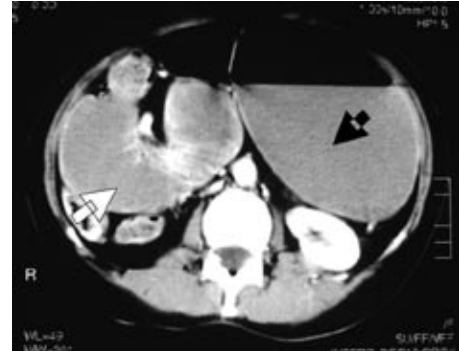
TAC abdominal con contraste que muestra gran distensión del estómago (flecha negra) y de asas delgadas (flecha blanca).
